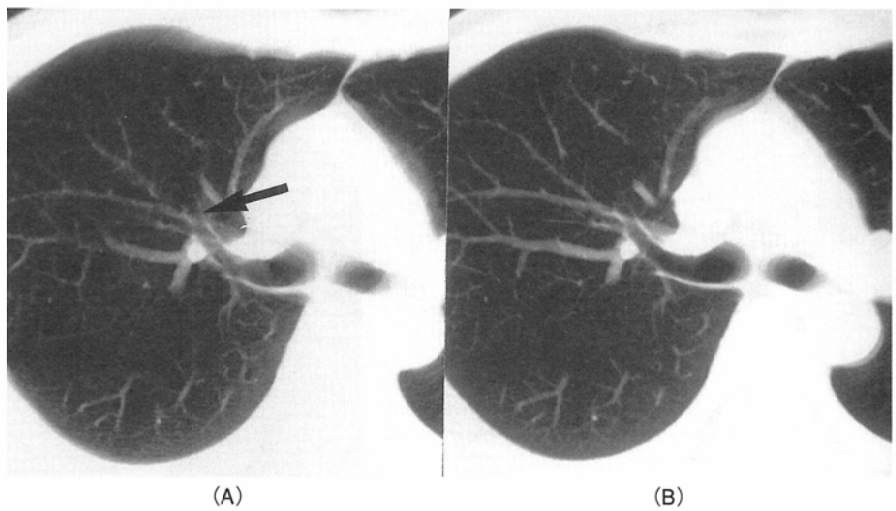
Image quality with screening CT (A) versus conventional CT (B) in a bronchial anatomy. Lobar (RUL) and segmental bronchus (B3) are well demonstrated on the screening CT. But subsegmental bronchus (B3b) with narrow caliber is poorly seen compared to the conventional CT (arrow).
